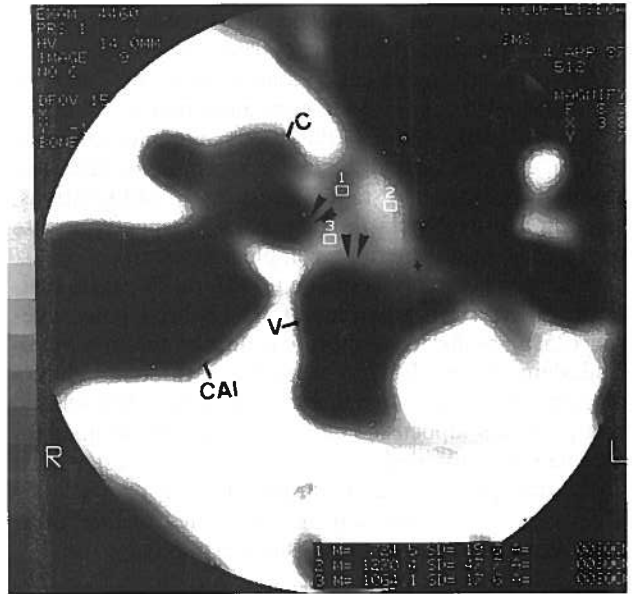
OEV com audiometria de tipo II, *gap* A/O de 25 dB. TC no plano axial: C- cóclea; V- vestibulo; CAI- conduto auditivo interno. Espessamento da metade anterior da platina (+). Focos antefenestrais com valores de atenuação que variam entre 1270 e 724 UH. Os focos de menor atenuação, activos, contactam os contornos endosteais da columela (componente retrofenestral)- setas.
